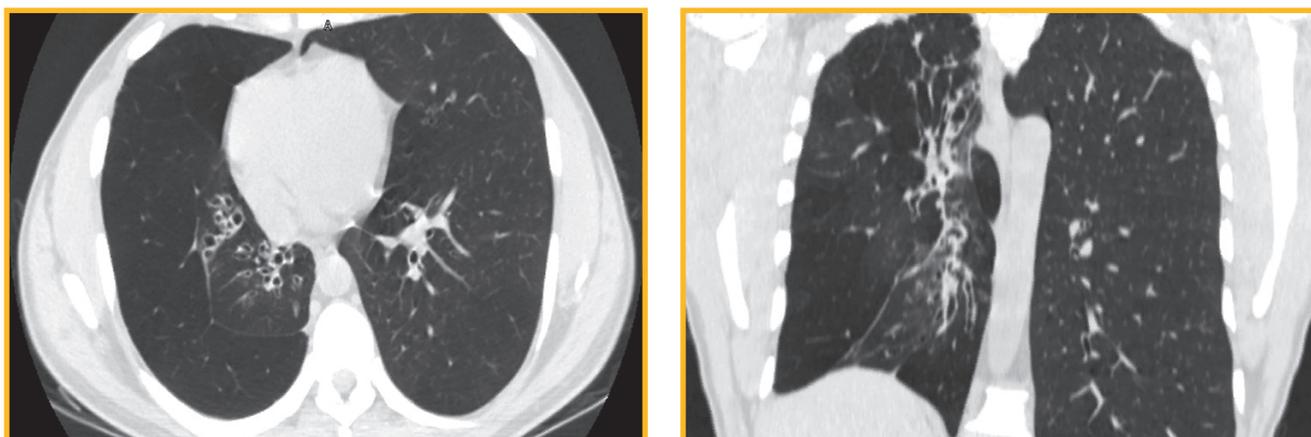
Мультиспиральная компьютерная томограмма органов грудной клетки в аксиальной и коронарной проекциях: в проекции I и VI сегментов правого легкого визуализируются множественные цилиндрические бронхоэктазы
